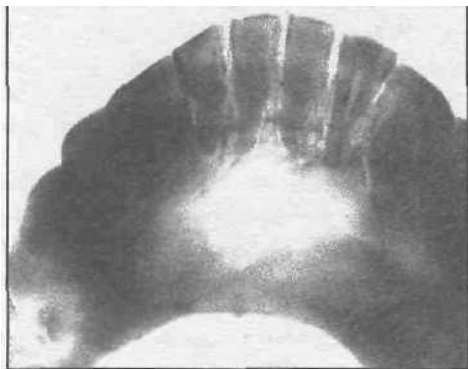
Рентгенограмма нижней челюсти больного с рарефицирующим периоститом.
